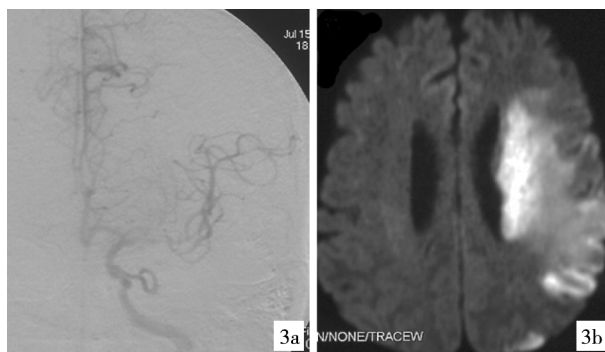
球扩支架置入狭窄处,远端血流明显改善(3a);术后 1 d 复查 DWI,提示左侧大脑半球梗塞面积较前扩大,但仍明显小于术前半暗带区域(3b)
